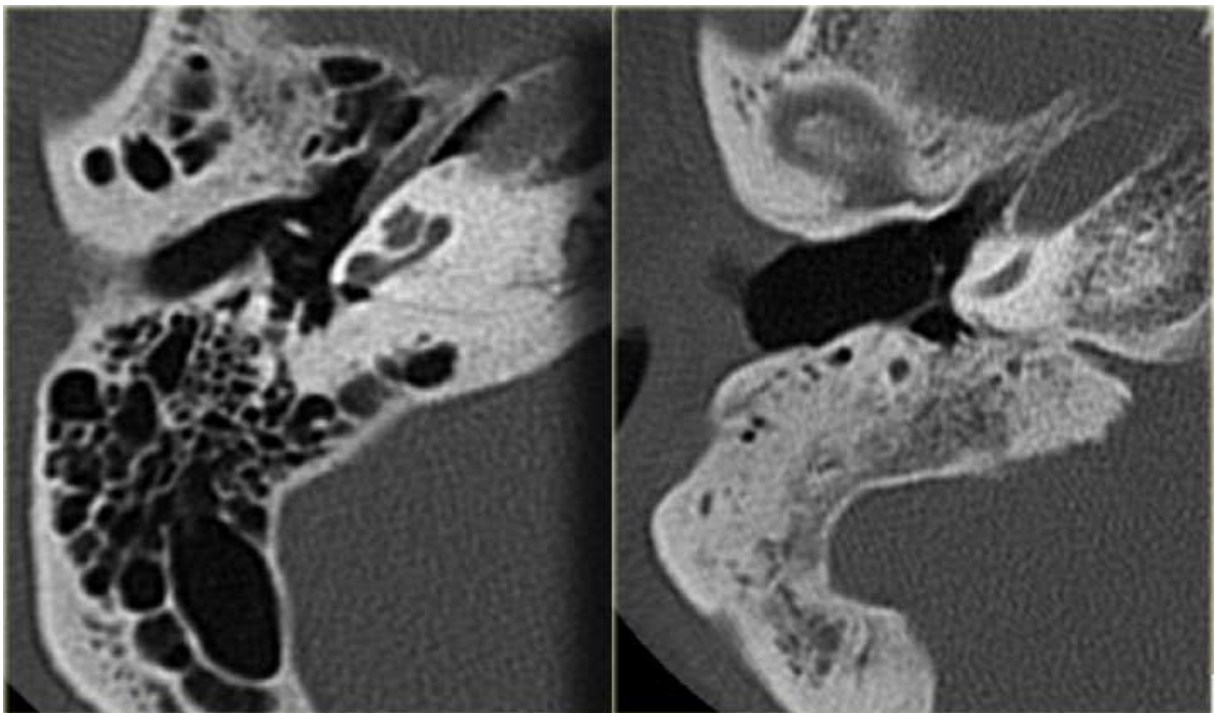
Imagem de Tomografia Computadorizada de Mastóide, em janela óssea, corte coronal, mostrando mastóide com pneumatização normal à esquerda e esclerótica à direita. Consultado em <https://radiologyassistant.nl/head-neck/temporal-bone/pathology>, 31/10/2023.
